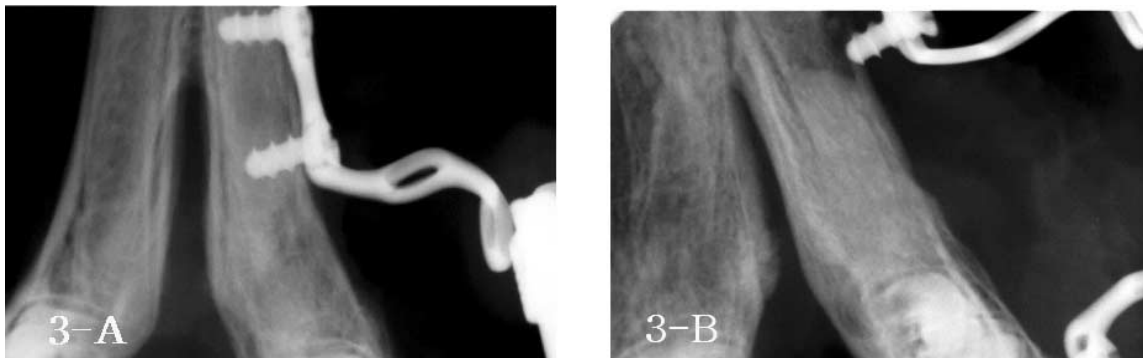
Plain radiographs at 8 weeks after the distraction in the control (A) and the experimental group (B). At 8 weeks, the degree of radiopacity in both groups increased compared to the results of 2 weeks, and the continuity of the bone in both groups was observed. Also, the prominent radiopaque area was observed in the medullary cavity of the experimental group.
